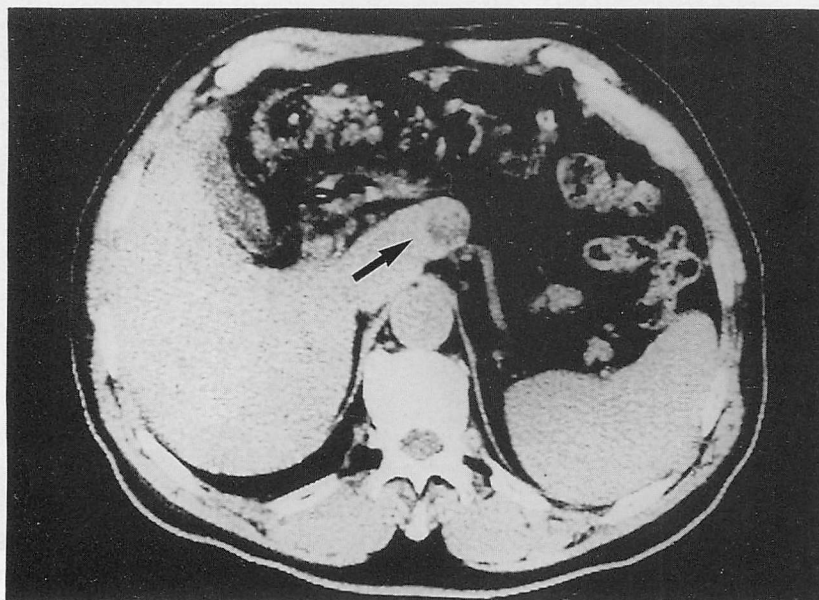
CT scan of the small hepatocellular carcinoma in the caudate lobe (↑)
